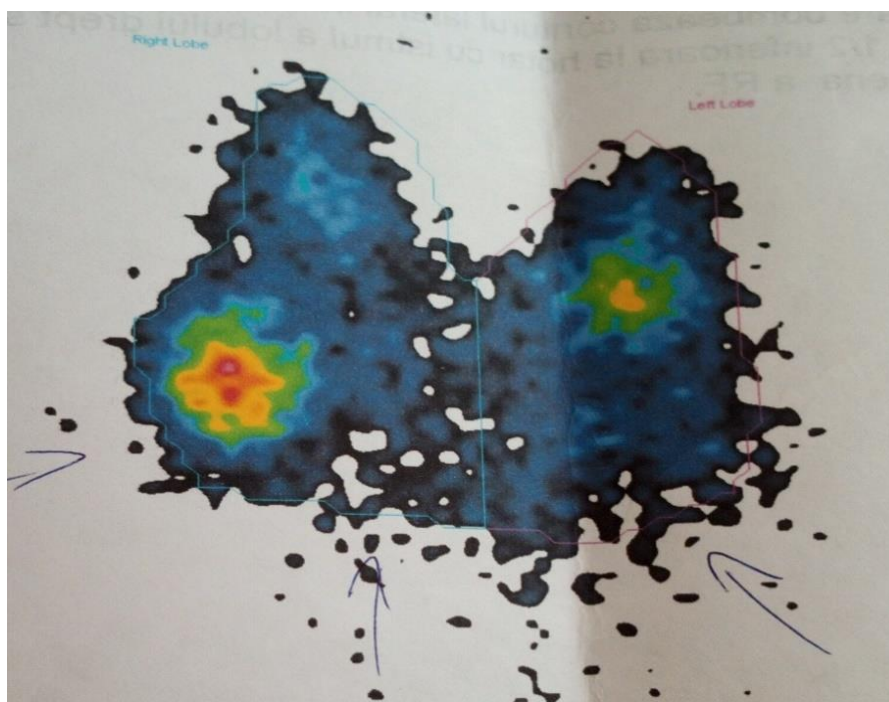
Imaginea scintigrafiei glandei tiroide
